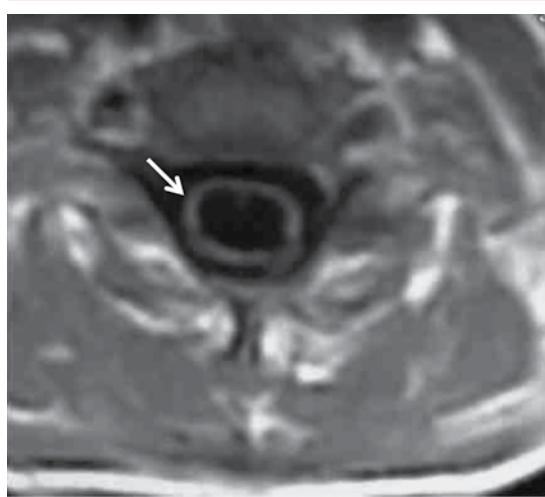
Resonancia magnética proyección axial cervical en fase T1. Se observa dilatación siringomiélica. La médula espinal se ve como una delgada banda en torno a la cavidad (flecha).
